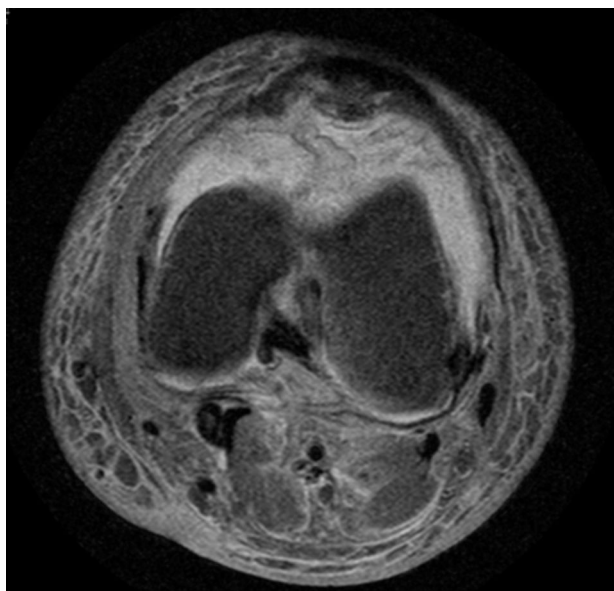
RMN secuencia T2 corte coronal de la rodilla izquierda. Se observa hipersignal en región anterior en diferentes fases compatible con hemartros.
